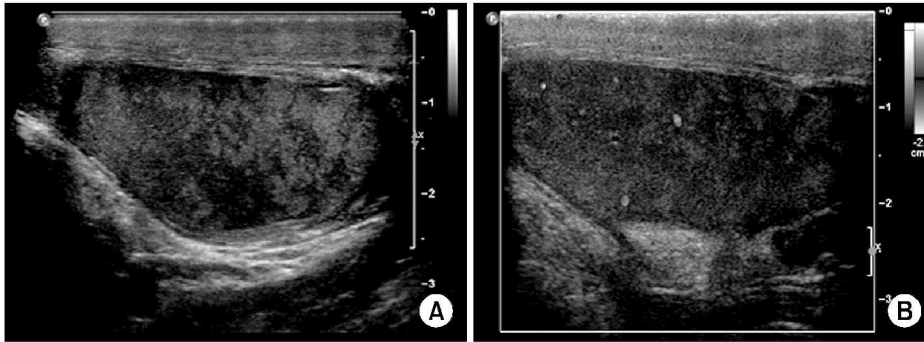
(A) Ultrasonographic finding in the atrophic testis with mumps orchitis. Inhomogenous and decreased echogenicity is noted. (B) Color doppler ultrasonographic findings. Blood flow of the atrophic testis is decreased.
